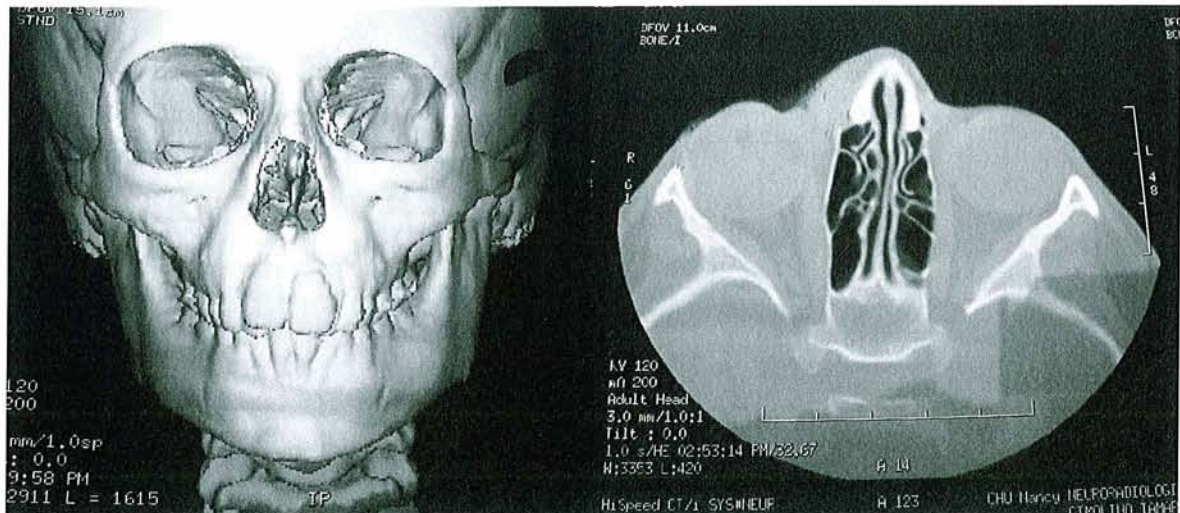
TDM chez une patiente de 7 ans présentant une NF1 orbito-palpébrale de stade 2 de Jackson.
